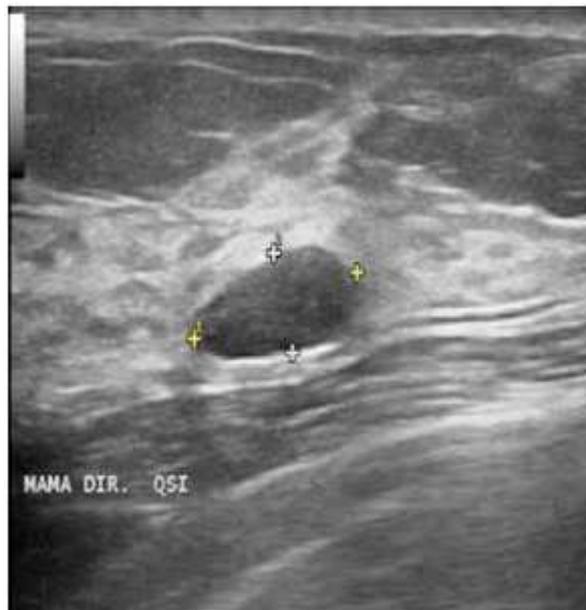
Imagem ultrassonografia de nódulo mamário
